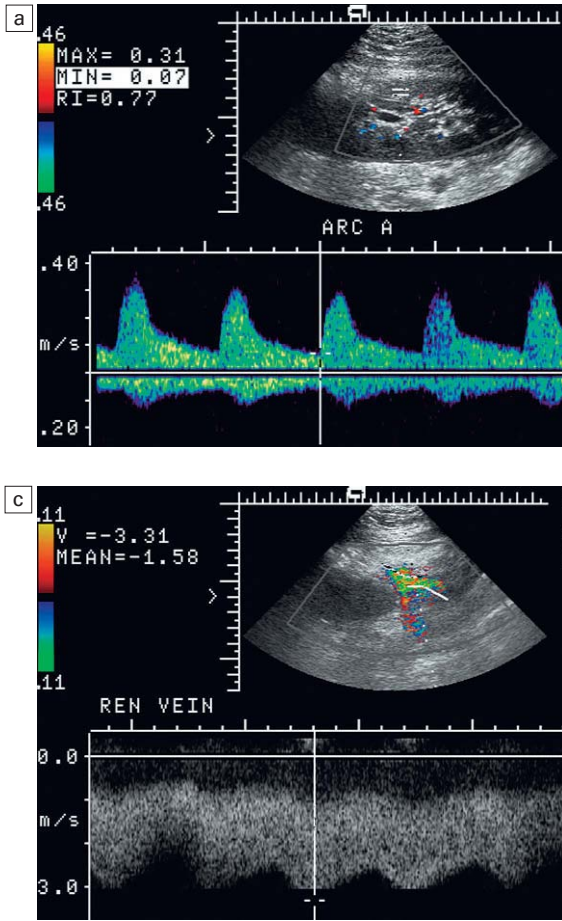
a) Imagen longitudinal de Doppler color a lo largo del eje mayor de este riñón trasplantado intraperitoneal, con el trazado espectral Doppler de una arteria arciforme. La forma de onda arterial muestra una configuración tardus parvus, lo que indica un compromiso del flujo arterial entrante. b) La arteria renal principal en el hilio revela un chorro de velocidad de aproximadamente 3 m/seg. c) Inmediatamente adyacente a la arteria renal principal, el trazado espectral de la vena renal principal también muestra un flujo turbulento de alta velocidad. Este hallazgo de trazados Doppler turbulentos de alta velocidad tanto en la arteria como en la vena se debe a la torsión del pedículo vascular renal como resultado del acodamiento de la arteria y la vena principales. Afortunadamente, se trató sólo de una torsión parcial del riñón y se corrigió mediante nefropexia. Se ha descrito la torsión intraperitoneal de un riñón trasplantado como origen de un infarto.
